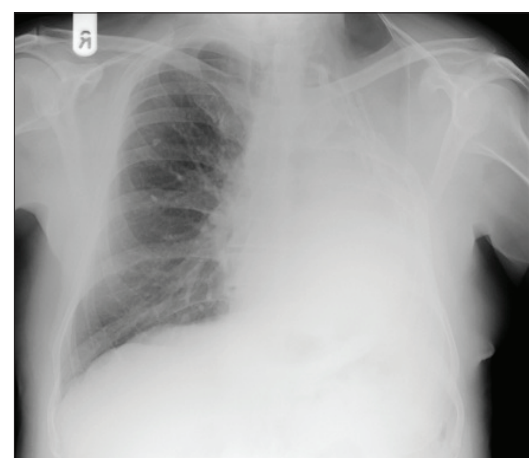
Рентгенография грудной клетки пациента
